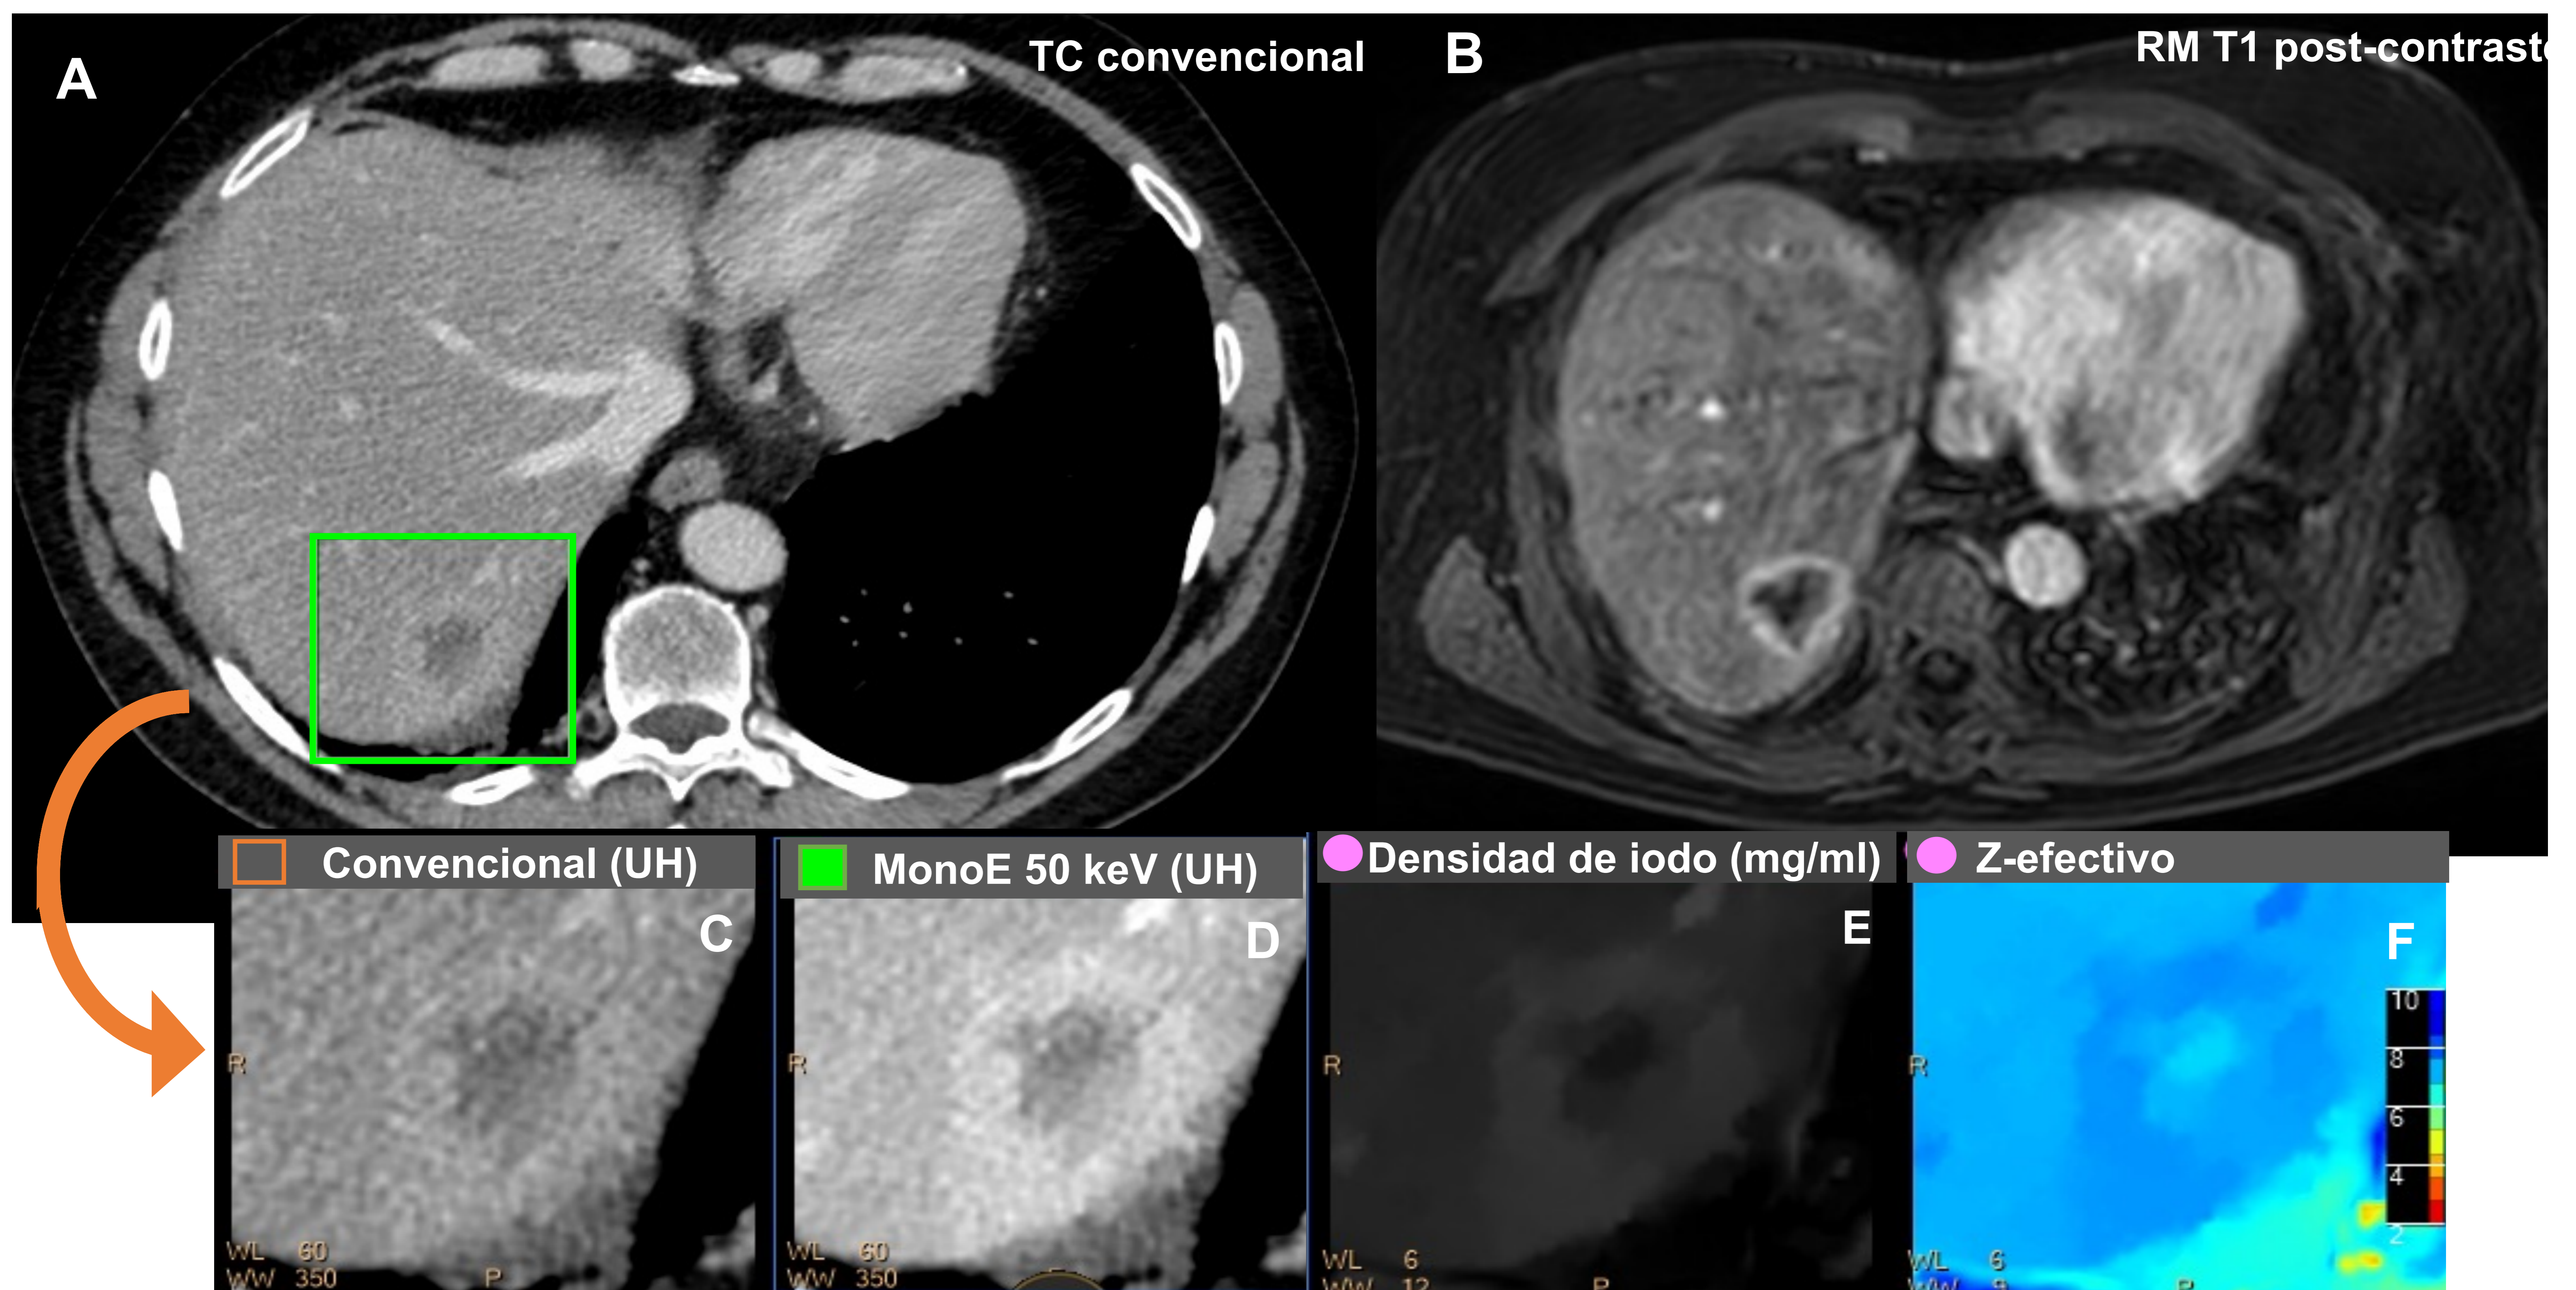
A. Corte axial de TC abdominal con adquisición en fase venosa identificando una lesión hipodensa en segmento VII, no visible en estudios previos B. Mismo corte en RM pT1 tras contraste intravenoso identificando un halo hipervascular con un centro no realzante, sospechoso de malignidad. C-F. Imágenes ampliadas de dicha lesión apreciando con mayor facilidad el halo hipervascular en el mapa monoE de baja energía y densidad de yodo. (Resultado de Anatomía Patológica: Infiltración por adenocarcinoma moderada-pobremente diferenciado).
